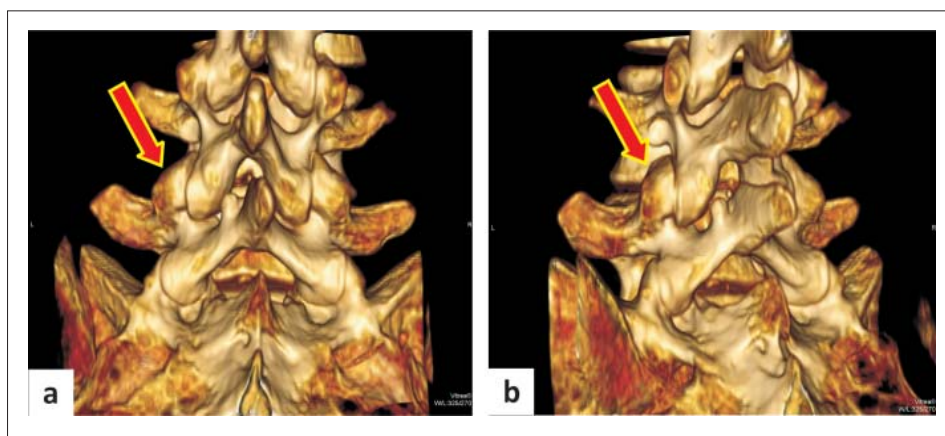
Patient 2. CT measurement of distance before the operation (a) and after the operation (b); arrow indicates interspinous inSWing stabilizer
